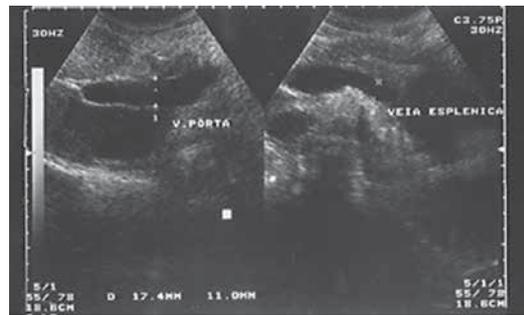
Ultrassonografia hepática. Aumento do calibre da veia porta (17,4mm) e da veia esplênica (11,0mm).
